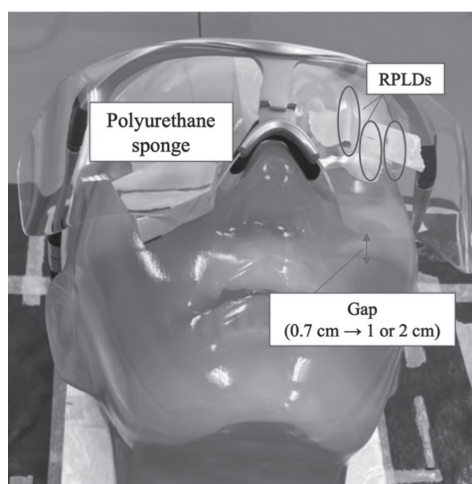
蛍光ガラス線量計(GD-352M)及びポリウレタン製スポンジの配置図(隙間1 cm)。X線防護眼鏡の下部と頬部の隙間を0.7cmから1、2 cmと大きくした。
